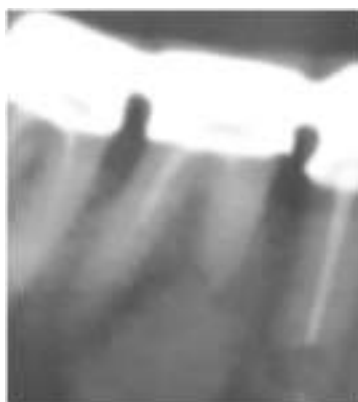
Фото рентгенограми зуба 3.6 через 4 роки після хірургічної операції та протезування зубних рядів.
